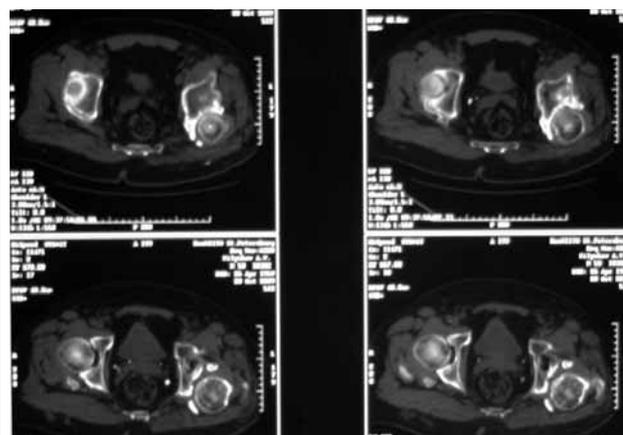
Дефект задневерхнего отдела левой вертлужной впадины больного М. по данным компьютерной томографии: головка находится в положении подвывиха, отломки переднего края закрывают вход в истинную вертлужную впадину, часть заднего края не имеет контакта с костями таза
